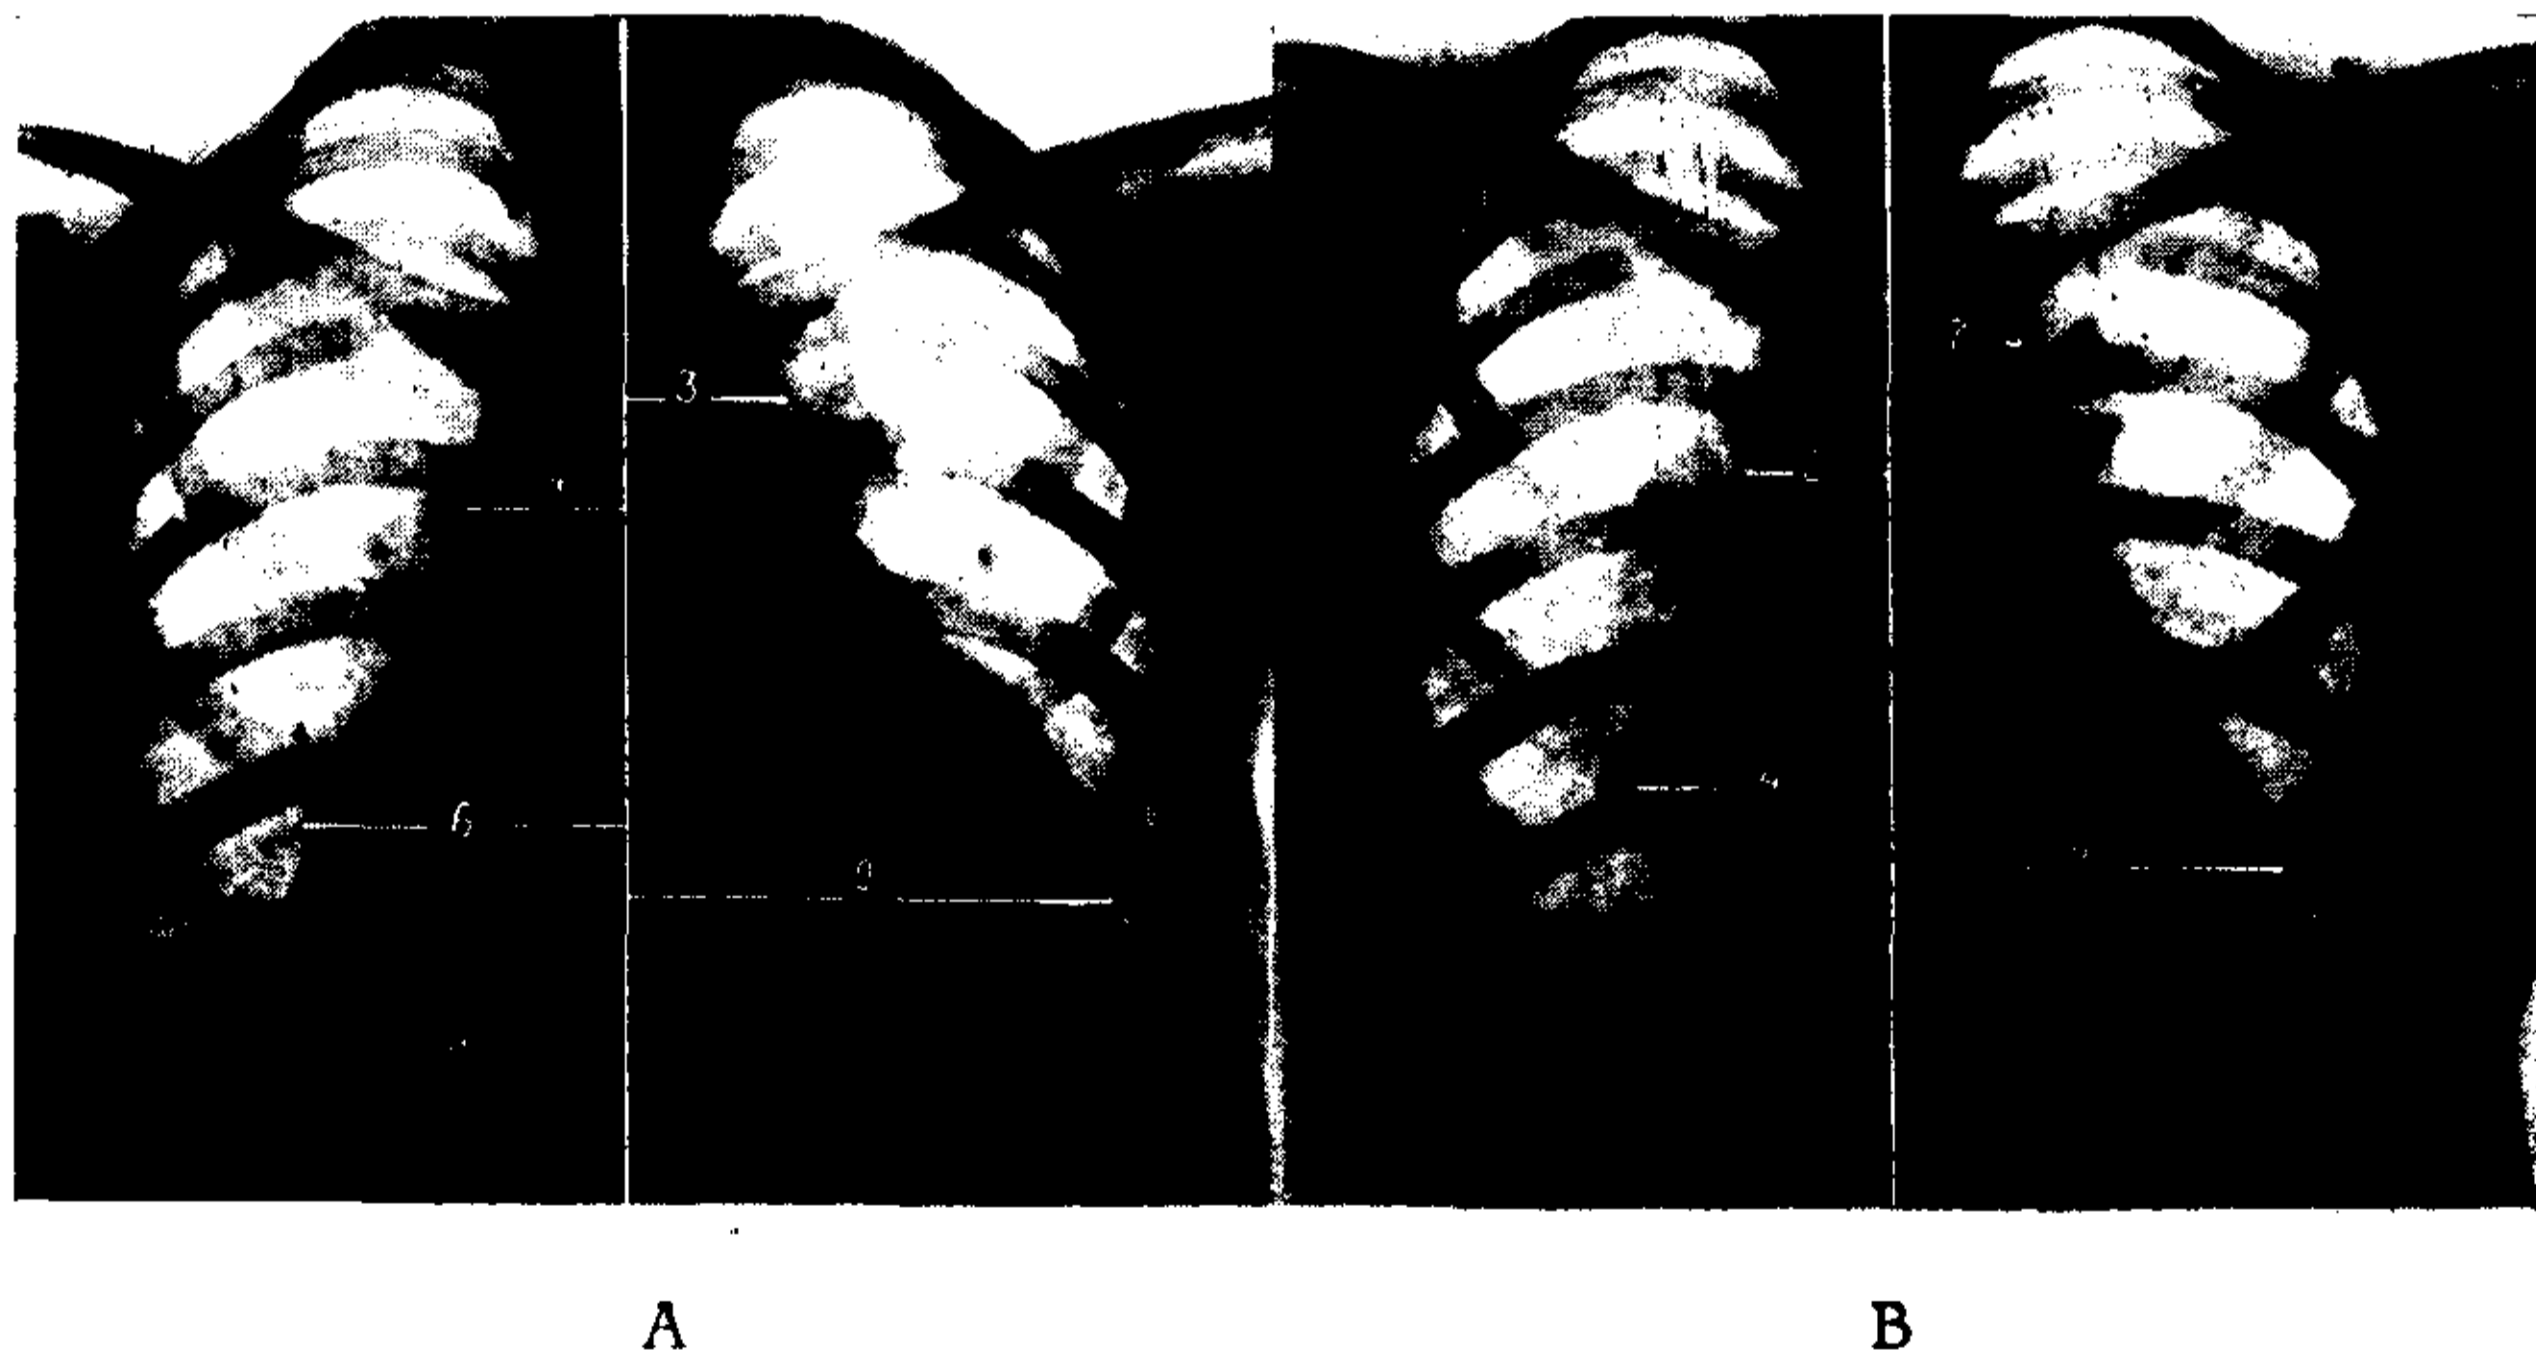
Telerradiografía. A: Antes de iniciar tratamiento. B: Después de un mes de tratamiento con vitamina B₁ sin otra medicación coadyuvante. Se advierte la considerable reducción de los diámetros de la silueta cardiovascular.
